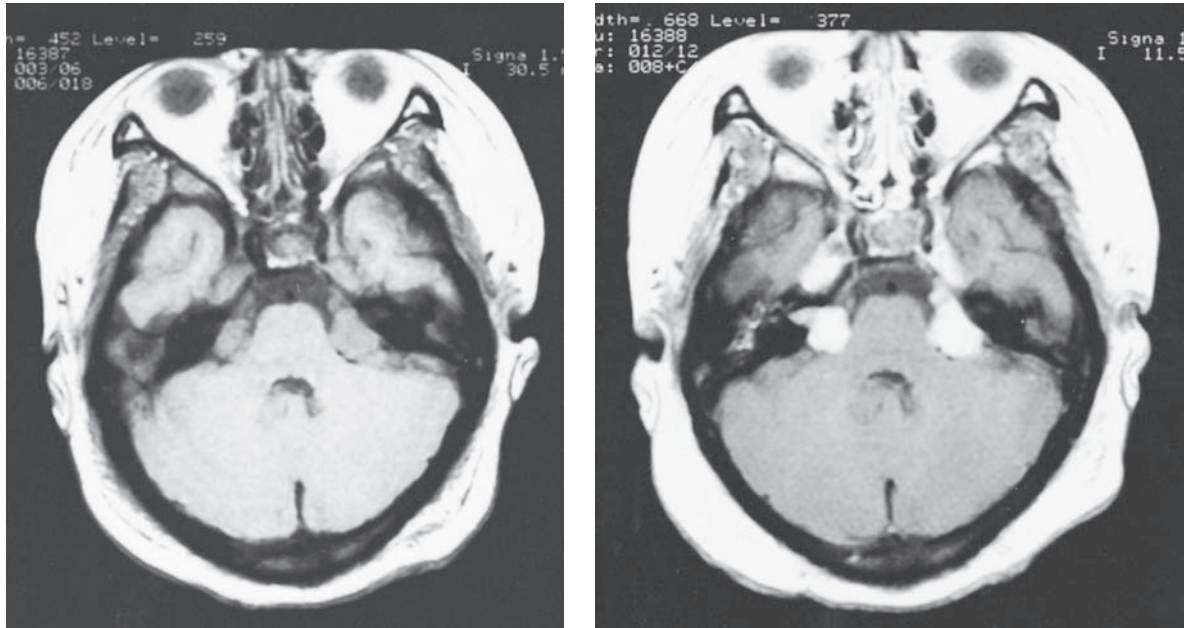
Schwannomas acústicos bilaterales en neurofibromatosis del tipo 2. MRI en el plano axil, sin intensificación (izquierda) y con ella (derecha).
